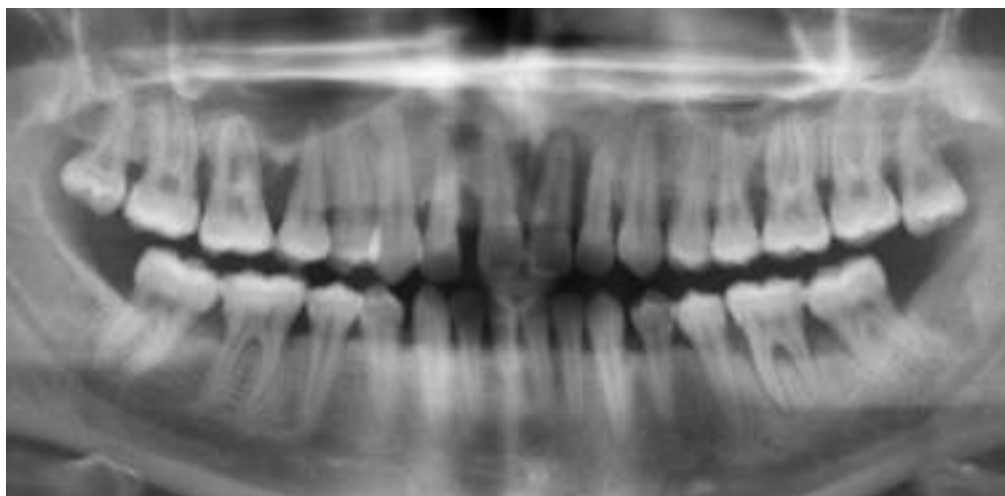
Фото ортопантомограми хворої Г., 32 роки.
